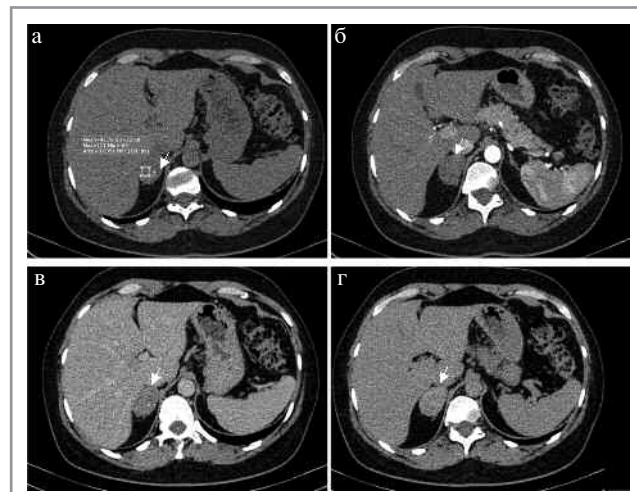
МСКТ, аксиальная проекция: а – НФ; б – АФ; в – ВФ; г – ОФ. Ганглионеврома правого надпочечника (стрелка).
